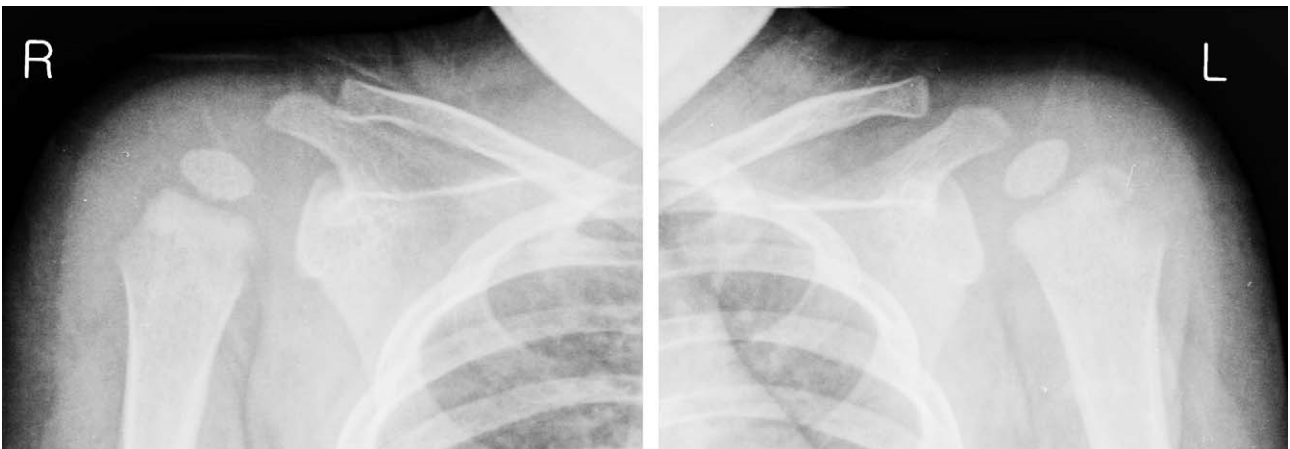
Preoperative radiograph of right shoulder shows widening of the glenohumeral joint without any bony change.
